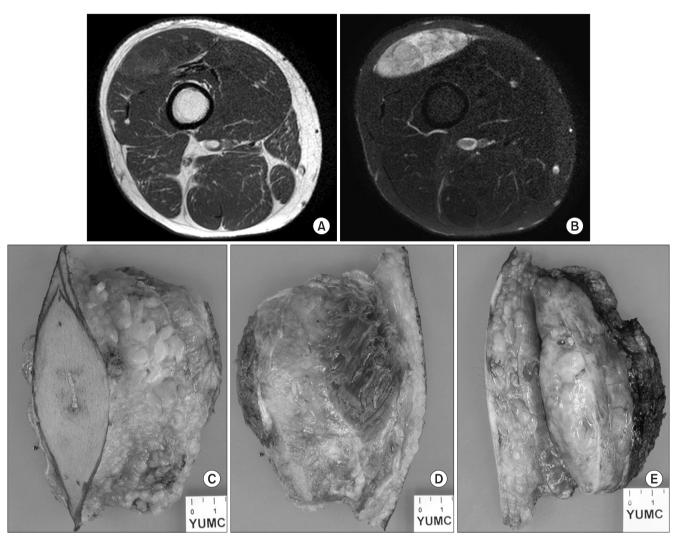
The round cell liposarcoma was diagnosed in the right thigh of 24 year old male patient. (A) T1-weighted axial MR image. (B) T2-weighted fat suppressed axial MR image. (C, D) Gross photos of liposarcoma. (E) Cross section of liposarcoma.
